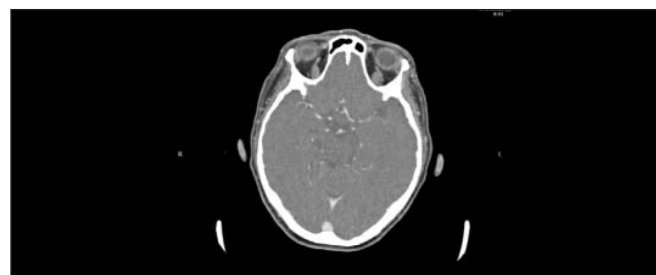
Изображение, полученное при КТ-ангиографии сосудов головного мозга пациентки Р. Отмечается обрыв просвета левой СМА в сегменте М1
